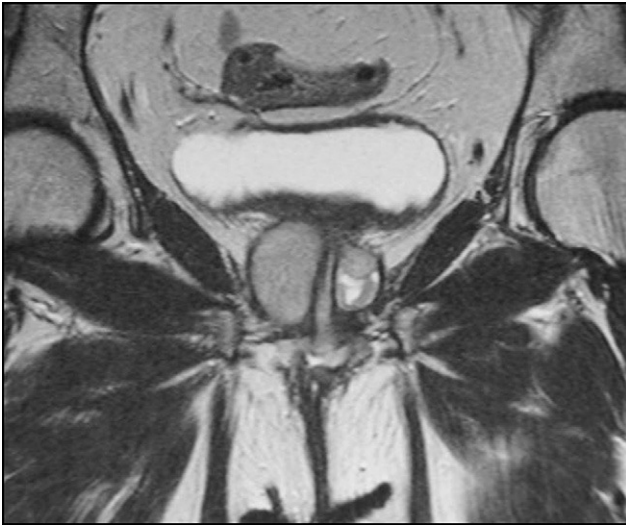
RM Pelvis: Secuencias FSE T2 coronal: masa pélvica ligeramente hiperintensa que engloba a la uretra en todo su contorno y longitud, respetando la unión vesicouretral. Invade la pared anterior de la vagina.
